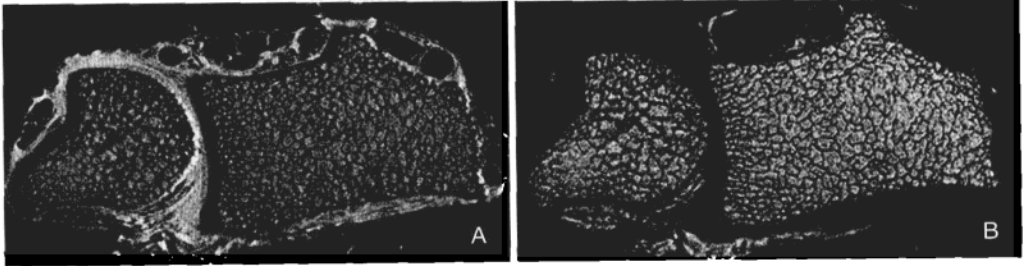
1.5T 磁场桡骨远端高分辨率 MRI
